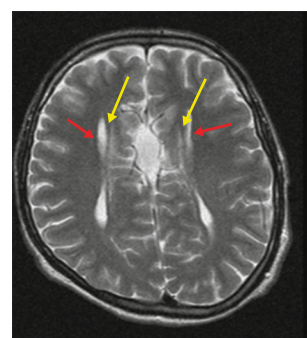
Больной Б., 12 лет. МРТ ГМ: T2-взвешенное последовательное изображение в аксиальной плоскости: симптом «гоночного автомобиля» – расширенное расстояние между латеральными желудочками (красные стрелки); миелинизированные пучки Пробста располагаются медиальнее боковых желудочков (желтые стрелки).
